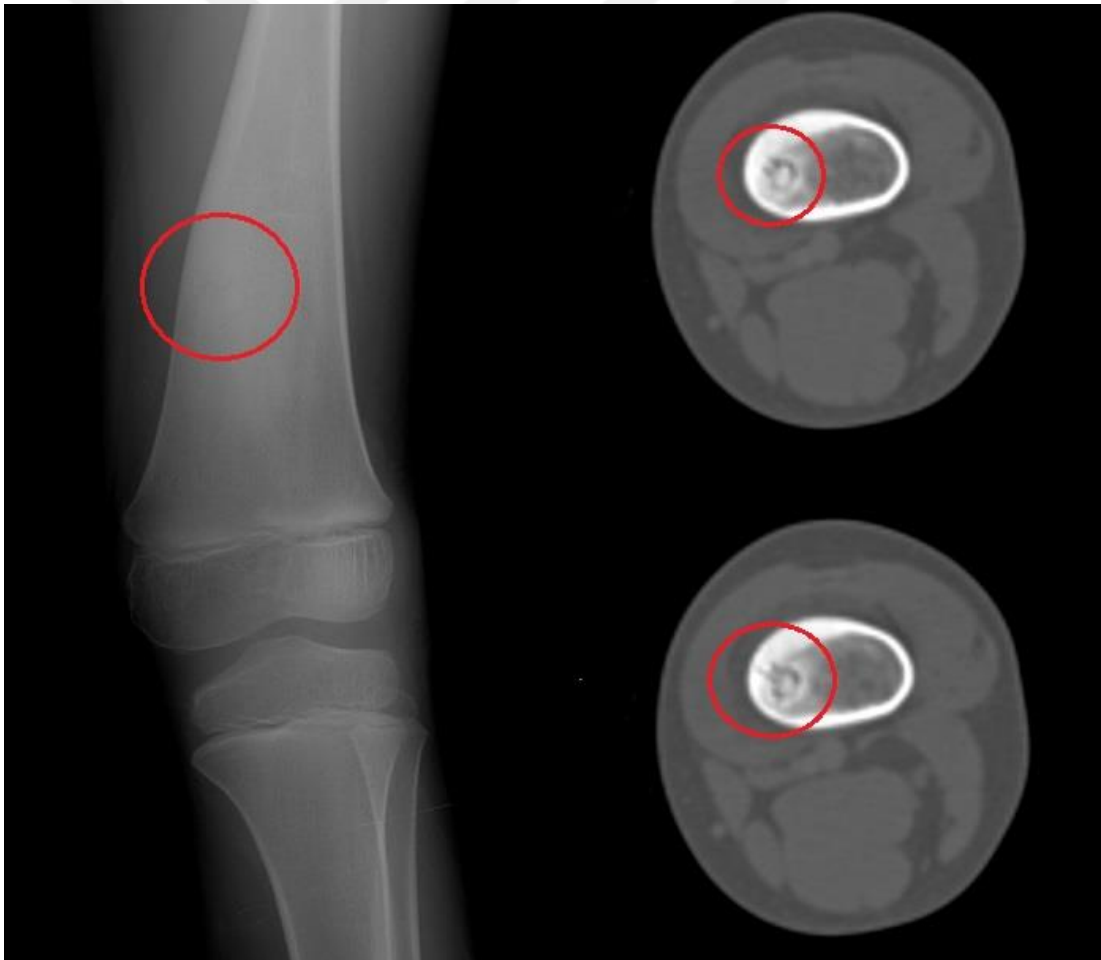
Olgu 74, 10 y, E, Sol Femur Proksimal, Medüller OO, Direkt Grafi, BT
